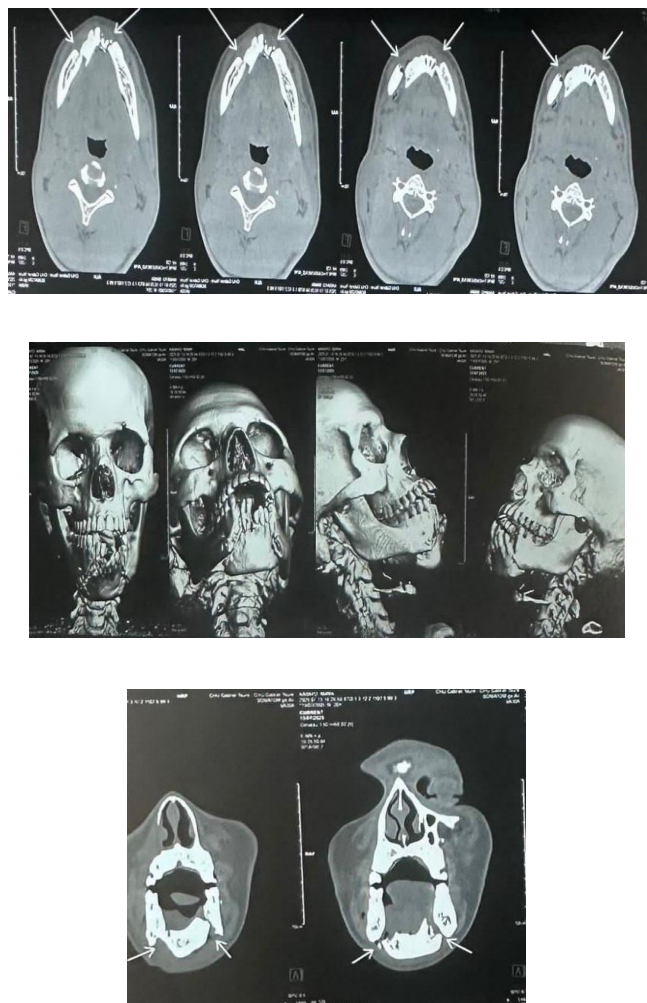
TDM maxillo-faciale montrant une image en faveur d'une fracture bifocale de la mandibule réalisée au CNOS
